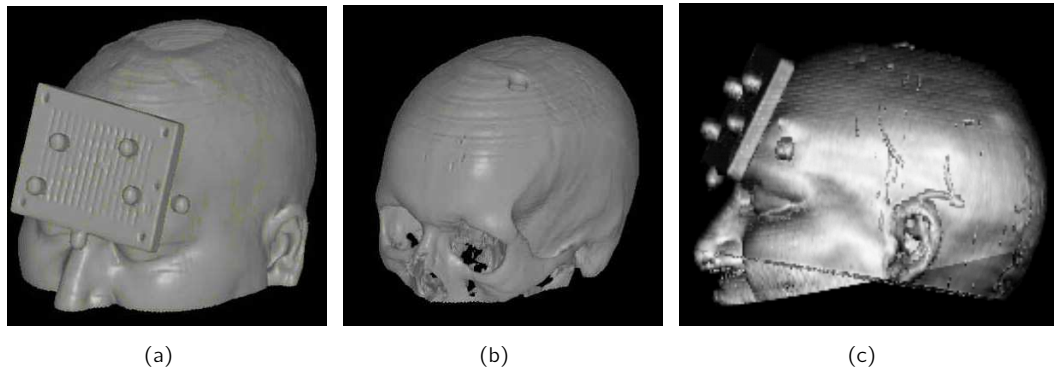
Direktes Oberflächenrendering eines CT Schädel Datensatzes mit einem Schwellwert von (a) 15%, (b) 50%, sowie (c) Direktes Multivolumenrendering des gleichen CT Datensatzes registriert mit MRT.
